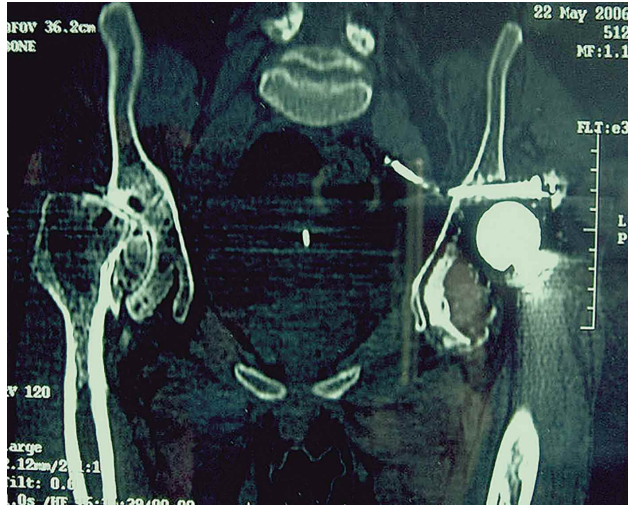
TAC de pelvis. Corte coronal (22 años post operatorio). Confirmación del aflojamiento y visualización de defecto óseo significativo a nivel del acetábulo y migración intrapélvica (o endopélvica) de una aguja de kirschner.
